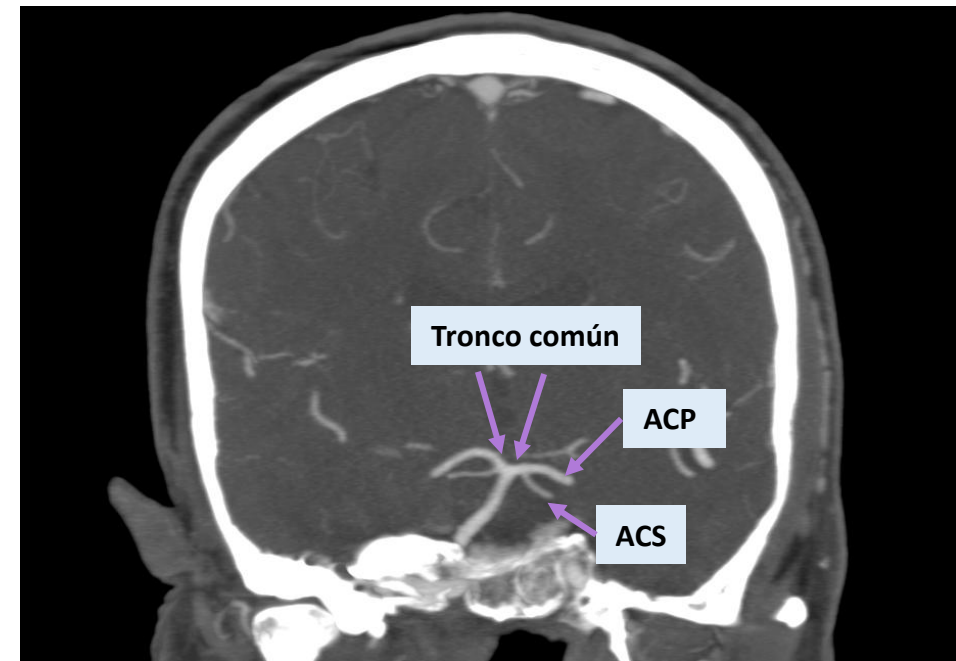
(Angio TC): el tronco común se identifica como un vaso único que emerge de la basilar distal y se bifurca posteriormente en la ACP y la ACS, en este caso se observa de forma bilateral.
